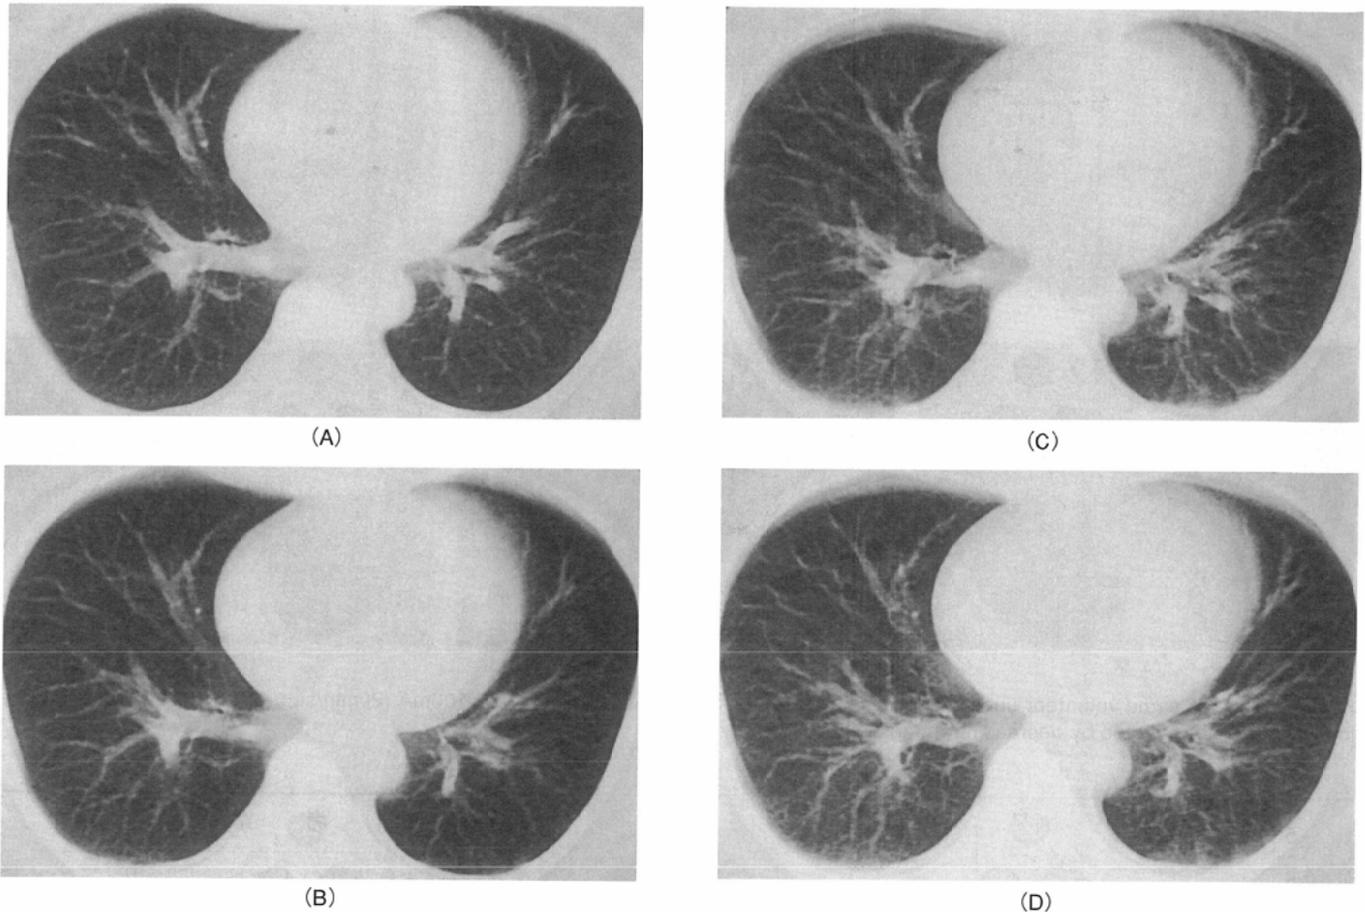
CT of the same volunteer under various table feed speed. 4A: 15mm/sec, 50mA. 4B: 20mm/sec, 50mA. 4C: 25mm/sec, 50mA. 4D: 30mm/sec, 50mA. The images were significantly degraded by increasing the table feed speed.
